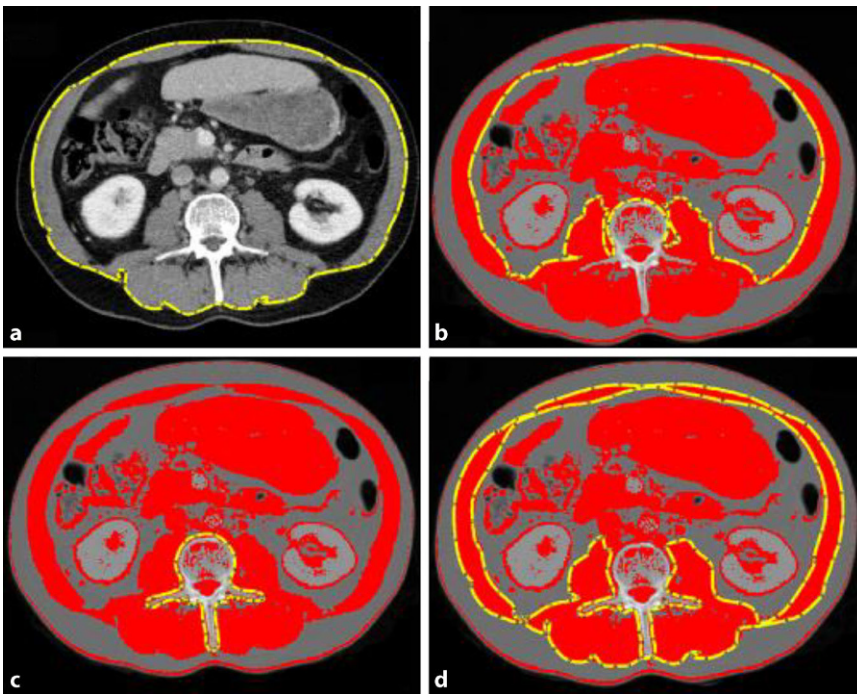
▲ Computertomographie(CT)-Analyse der Körperzusammensetzung. Bestimmung der skelettalen Muskelfläche (SMA) und der Muskeldichte (MRA) in axialen CT-Schnitten auf Höhe des dritten Lendenwirbels (L3). Markierung des äußeren Umfangs der abdominellen Muskulatur (gelbe Linie, a), des inneren Umfangs der abdominellen Muskulatur (gelbe Linie, b) sowie des Umfangs des 3. Lendenwirbelkörpers (gelbe Linie, c). Nach Anwendung eines muskelspezifischen Schwellenwerts (–29 bis +150 Hounsfield-Einheiten) erfolgt die Berechnung der SMA über Subtraktion der rot markierten Fläche in (b) bzw. (c) von (a, [11]). Der skeletale Muskelindex (SMI, [cm²/m²]) ergibt sich über die SMA dividiert durch die Körpergröße im Quadrat. Für die MRA ist die Definition einer Markierung um die gesamte abdominelle Muskulatur notwendig (d), da die Abschwächungswerte im Gegensatz zur Fläche nicht voneinander subtrahiert werden können [25]
